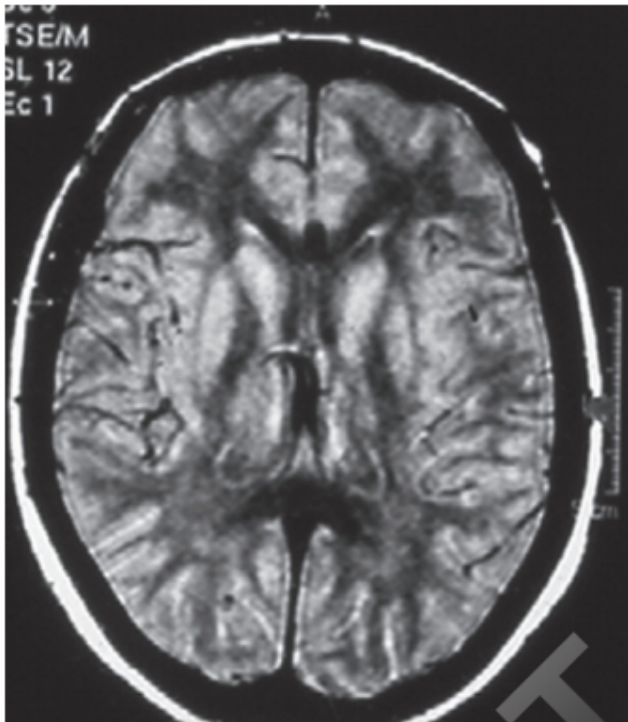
Enfermedad de Wilson. RM donde se aprecia la alteración de la señal en los ganglios basales.
